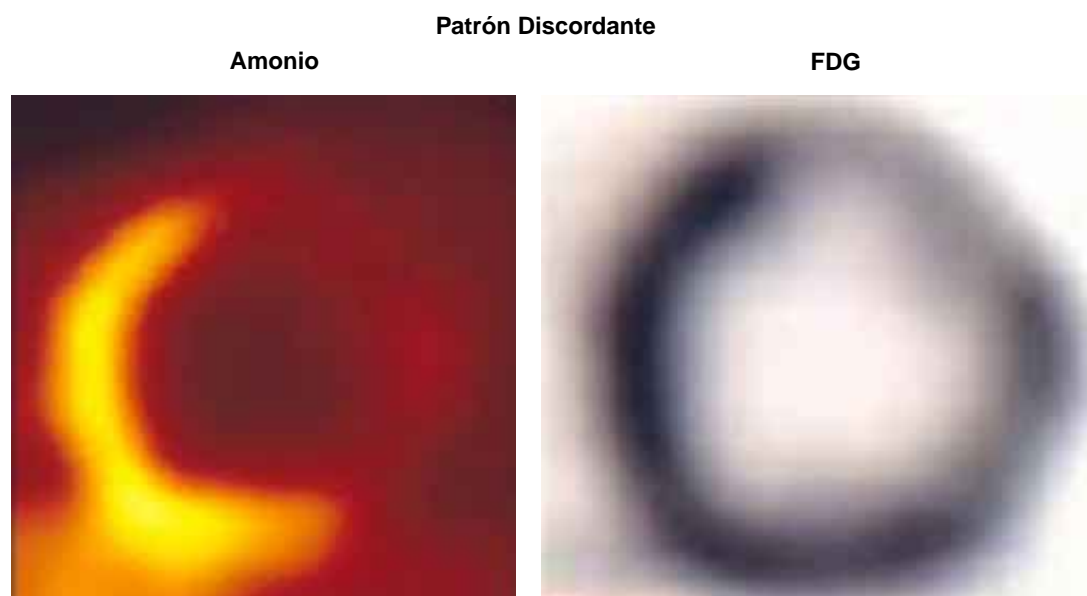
Comparación de un estudio de amonio y FDG. Se observa ausencia de perfusión en la pared lateral en el estudio con amonio con persistencia de actividad metabólica en el estudio con FDG. Esto es un indicador de miocardio viable.
